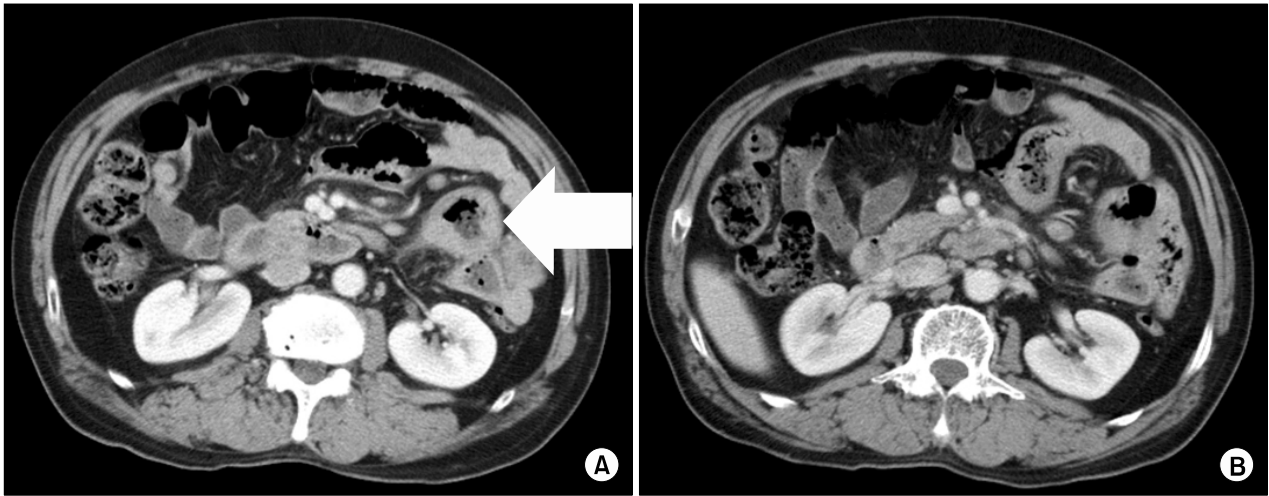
Postoperative abdominal CT scan finding. (A) The jejunum shows multifocal wall thickening(arrow). (B) Multiple mesenteric lymph nodes are noted.
